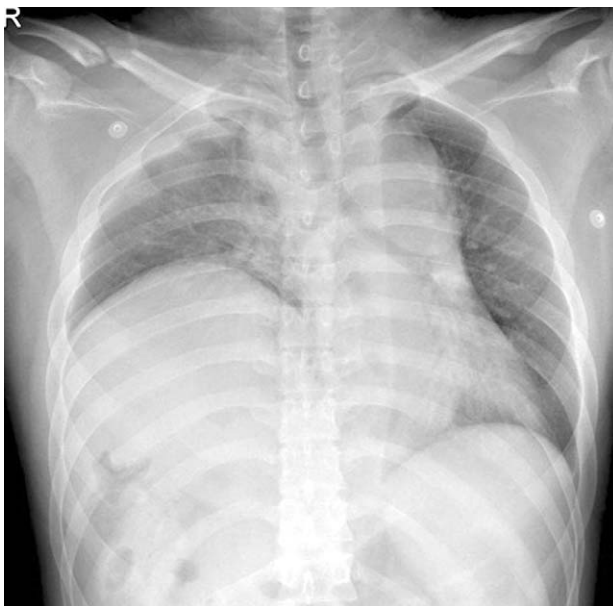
Initial chest x-ray shows a raised right diaphragm.
